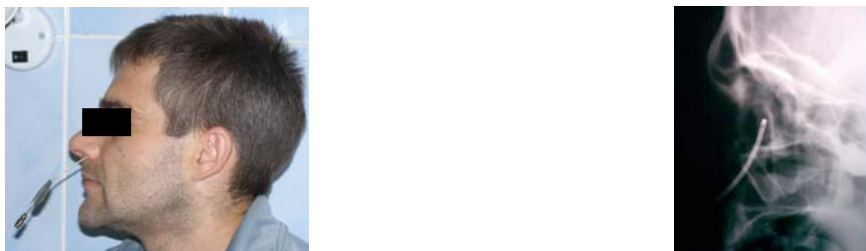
Эндоназальное зондирование лобной пазухи дугообразной канюлей Е.А. Ландсберга при инфундибулярном типе ЛНС (рентгенограмма). Канюля не достигла лобной пазухи
